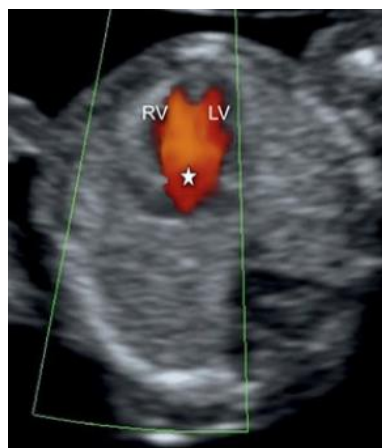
Corte axial tórax 4 cámaras. Doppler. 11 SG. Defecto septal AV*.
